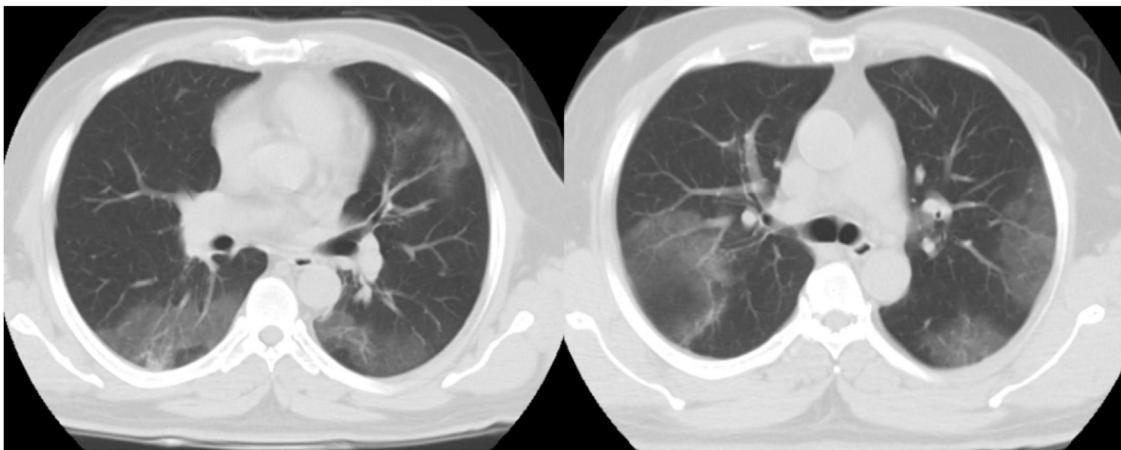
Dos TC axiales de tórax con ventana pulmonar sin contraste demuestran GGO multifocal en ambos pulmones en un paciente con neumonía por COVID-19.
